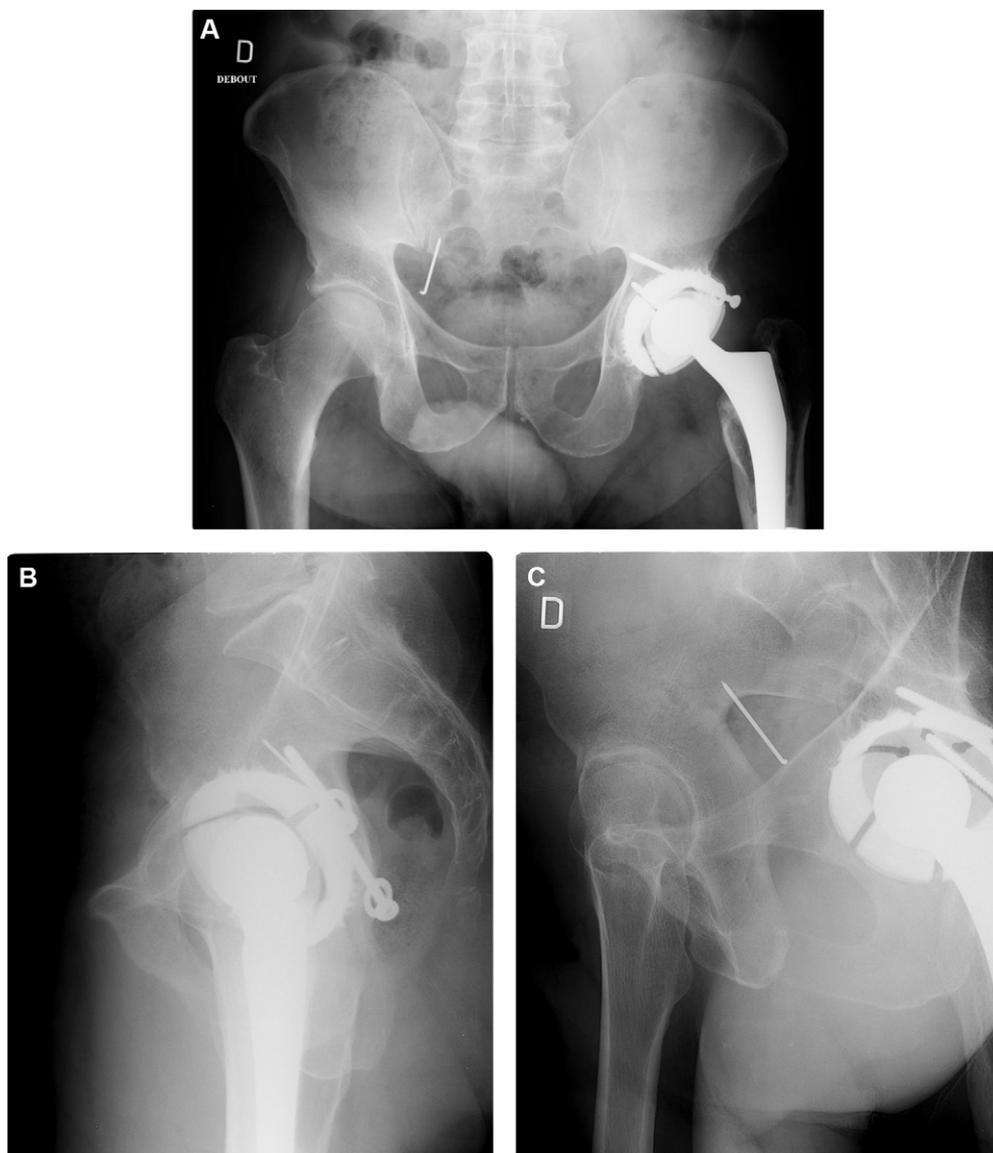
Radiographie du bassin à l'occasion du contrôle d'une prothèse totale de hanche. À cette occasion, découverte de la broche dans la cavité pelvienne droite qui aurait été initialement recourbée. A. Bassin de face. B. profil strict, C. Trois quarts alaire.
